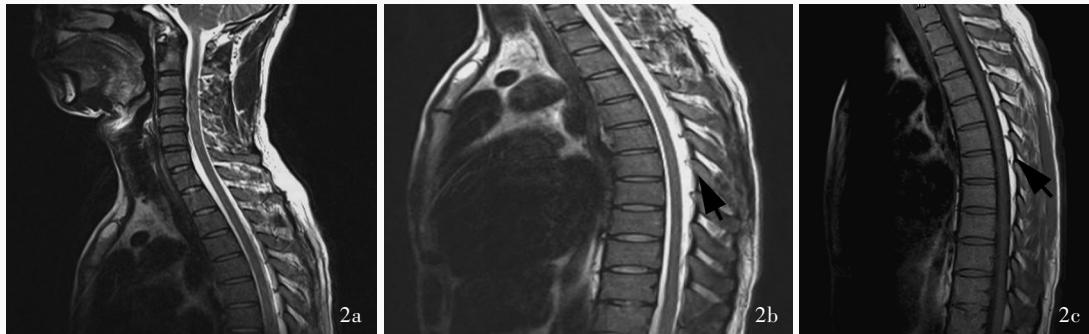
脊椎MRI检查所见 2a 颈椎矢状位T₂WI显示髓内无明显异常 2b 胸椎矢状位T₁WI显示,胸髓轻度萎缩性改变(箭头所示) 2c 胸椎矢状位T₂WI显示,胸髓轻度萎缩性改变(箭头所示)
